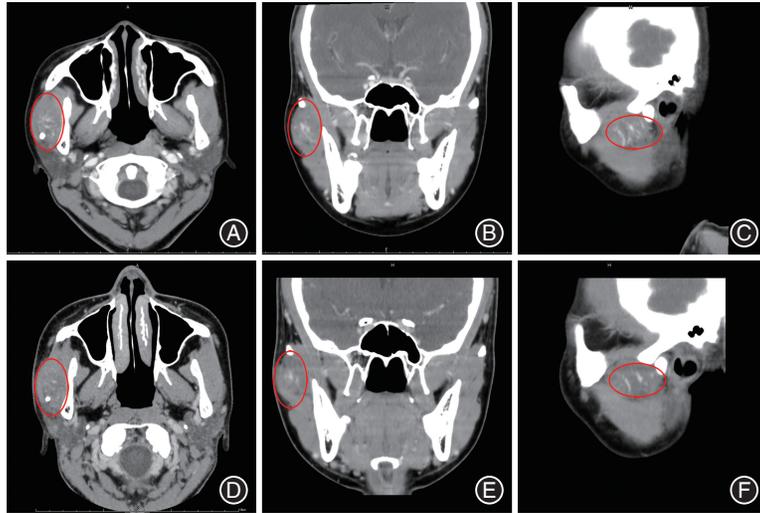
传统平阳霉素(PYM)治疗右腮腺区静脉畸形前后的计算机断层摄影术(CT)影像 接受传统PYM治疗的1例静脉畸形患者资料(女, 25岁,主因发现右侧耳前区肿物约1年入院)。A、B、C分别为术前横断位、冠状位和矢状位CT,病灶大小约2.5 cm × 3.5 cm × 3 cm;D、E、F:为2次PYM治疗后3个月复查CT影像(横断位、冠状位和矢状位),治疗效果欠佳。红色圈内为静脉畸形病灶位置。
